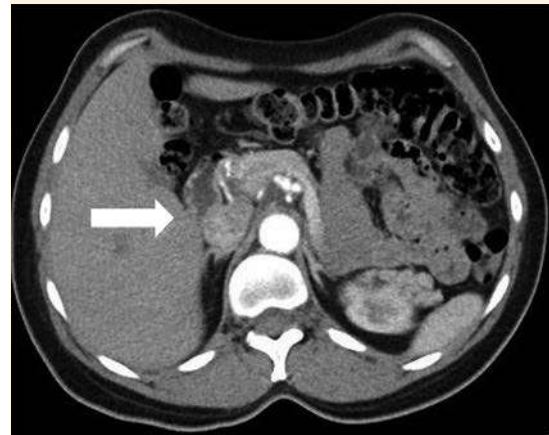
Tomografía computada que muestra un nódulo sólido, hipodenso, de 20 mm en la glándula adrenal derecha.
